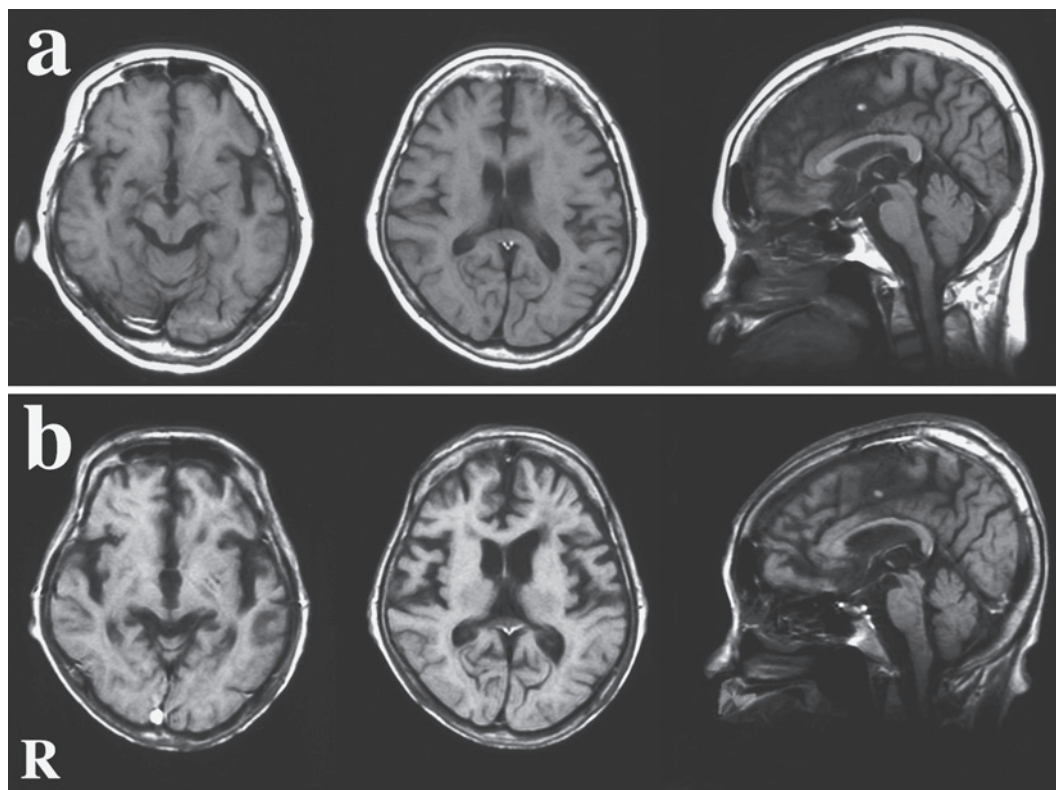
Cranial MRI findings.
